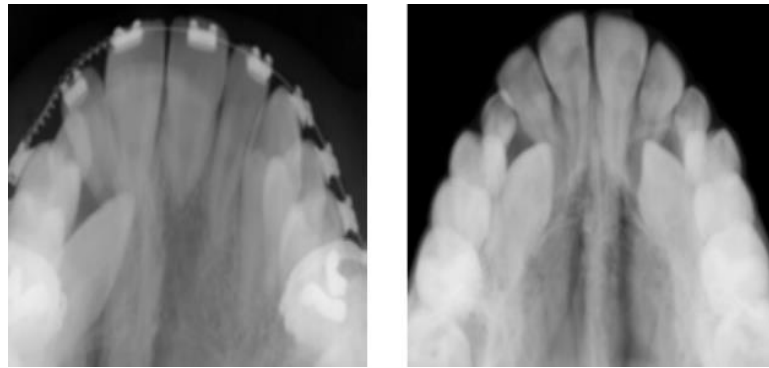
Radiografia oclusal localizando caninos superiores permanentes impactados
